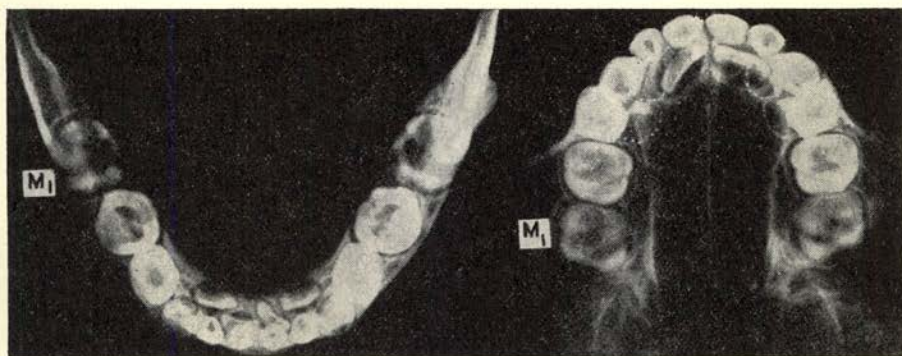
Röntgenfoto's van de onder- en bovenkaak van een kind van 8 maanden, welke vroege verschijnselen vertonen van een gunstige ontwikkeling, zowel van de melktandbogen als van die van het blijvende gebit. Men lette op de aangeboren gespreide rangschikking van de nog niet doorgebroken melktanden en de trapsgewijze ligging van de kiemen der blijvende snijtanden.
